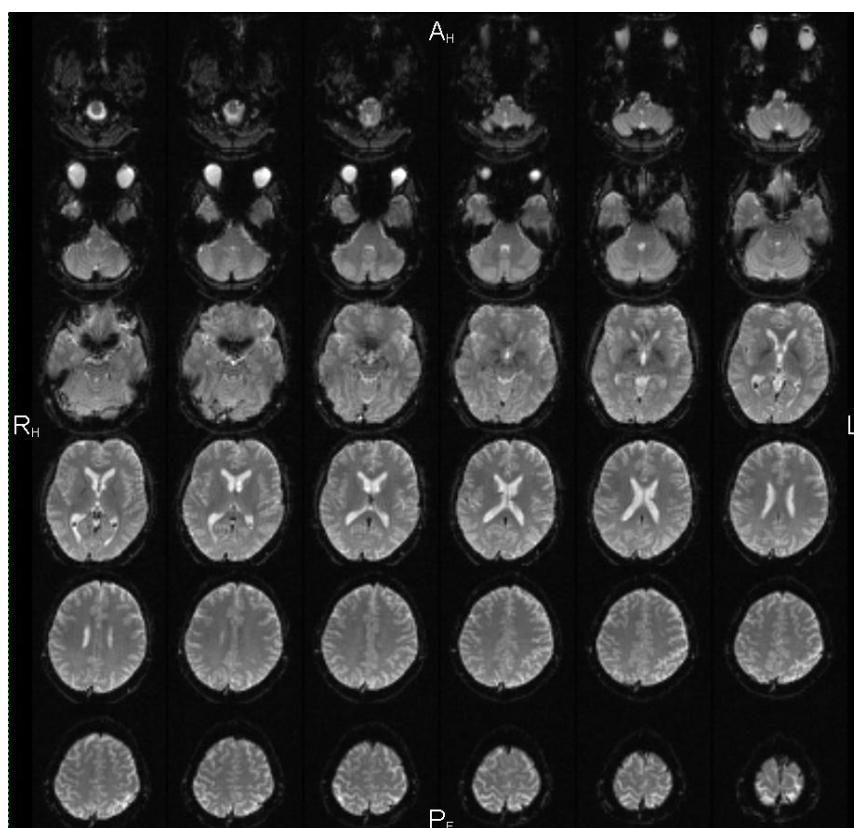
МРТ последовательность еr12d.ах. Блок полученных «сырых» данных.
